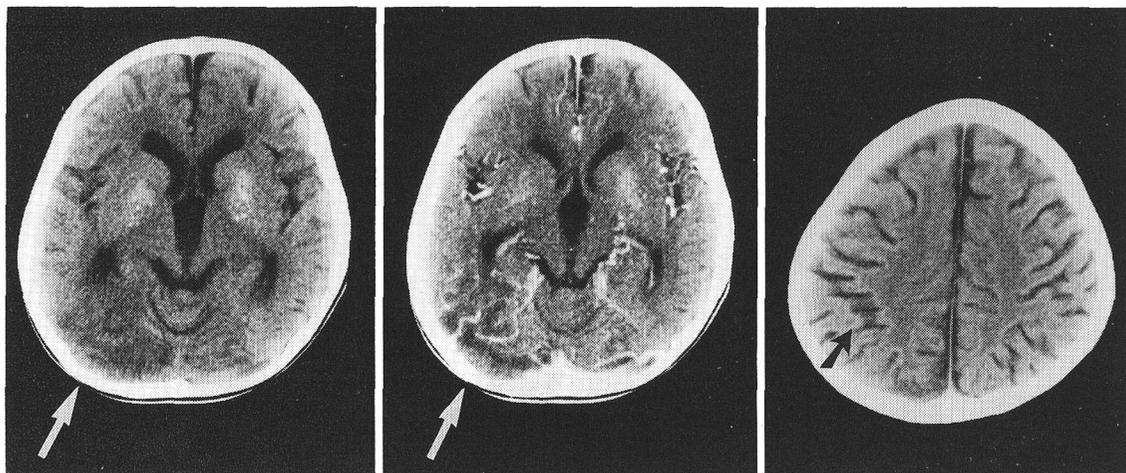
症例 8 の頭部 CT (1992 年 3 月 3 日, 6 歳 1 カ月)
